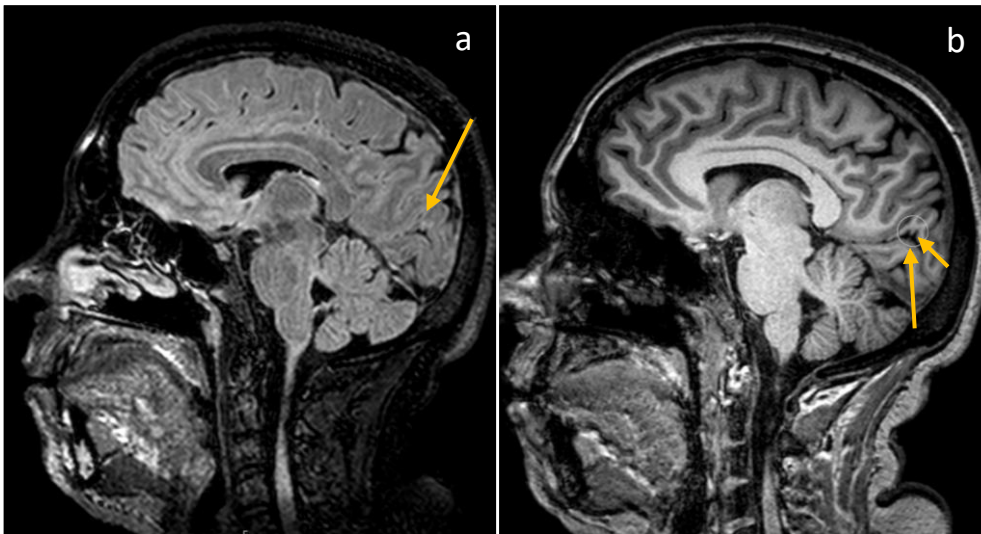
(a) Imagem de RM, T2/FLAIR, corte sagital (b) Imagem de RM, T1, corte sagital. Setas amarelas- foco de atrofia e irregularidade cortical, com discreto hiperintensidade em FLAIR, no segmento posterior da fissura calcarina esquerda.
